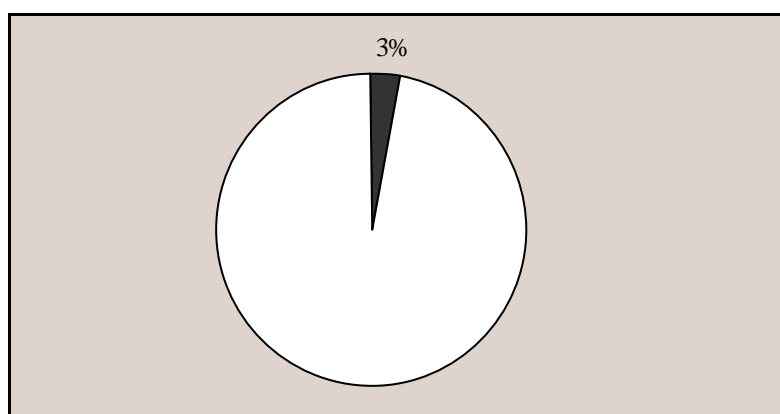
Anteil der überlappenden Aufnahmen (n=4) der 130 Aufnahmen des incrementalen CT.
